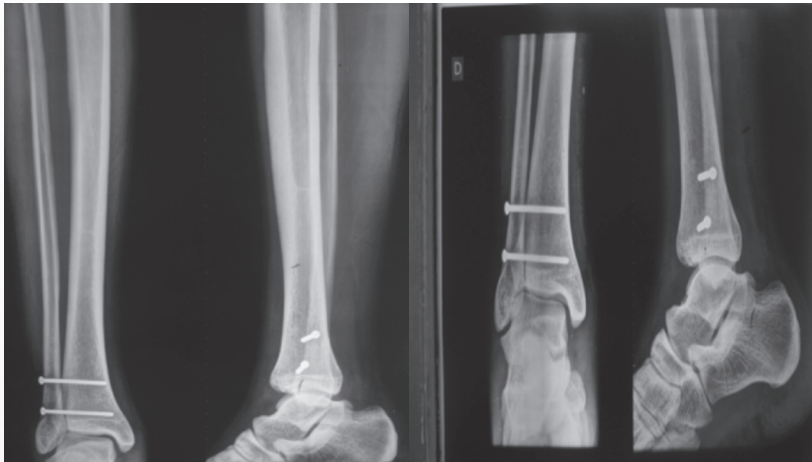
Radiografias após tratamento da lesão de sindesmose.
